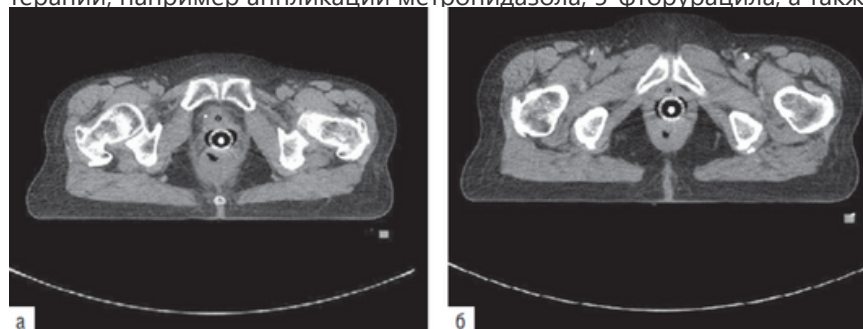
Компьютерные томограммы, выполненные с введенным кольпостатом на уровне средней (а) и нижней (б) трети влагалища для планирования контактной лучевой терапии
